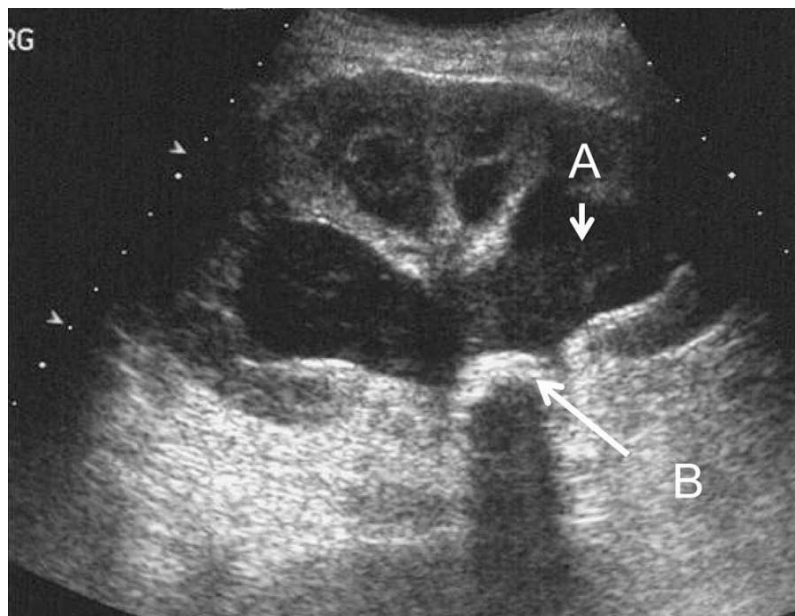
Échographie rénale montrant
